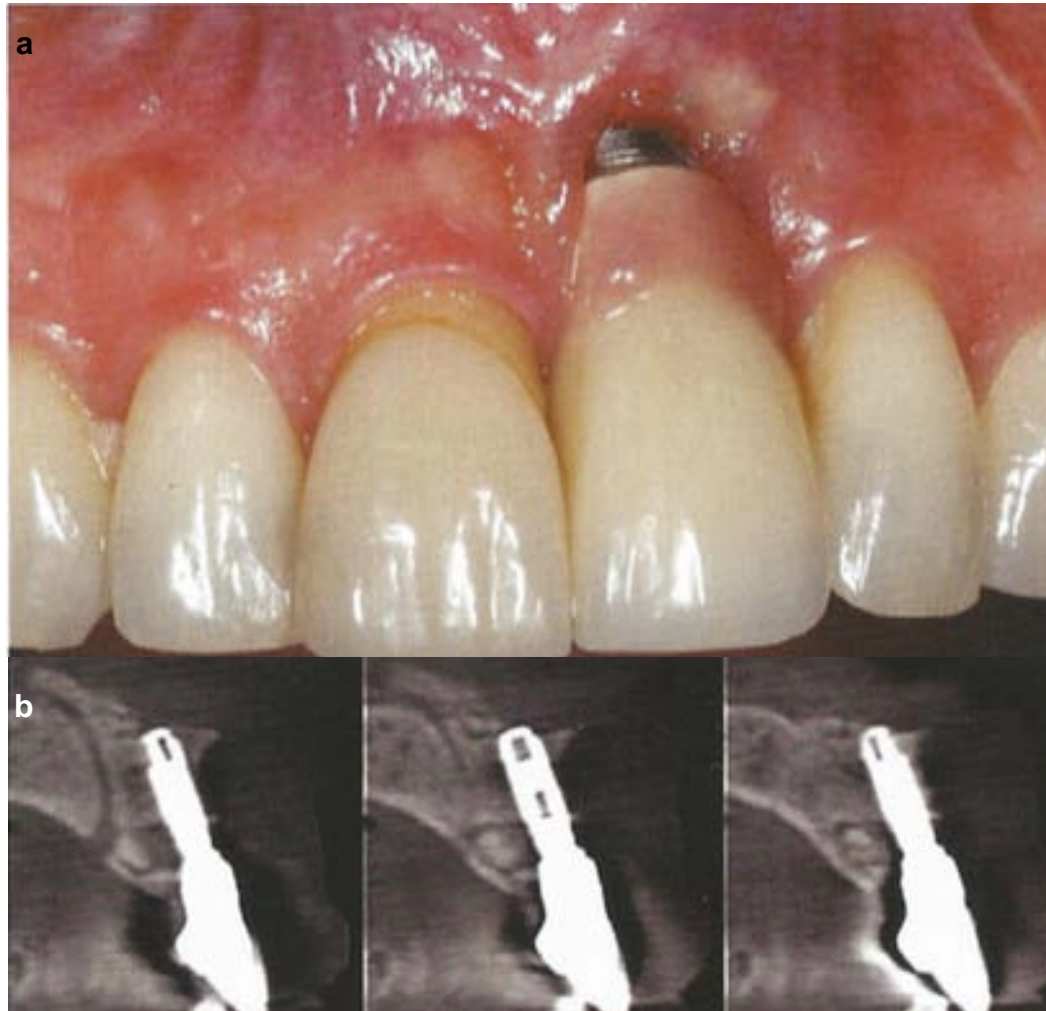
a) Recesión severa de la mucosa. b) Tomografía Cone-Beam de la zona, mostrando la posición del implante.
